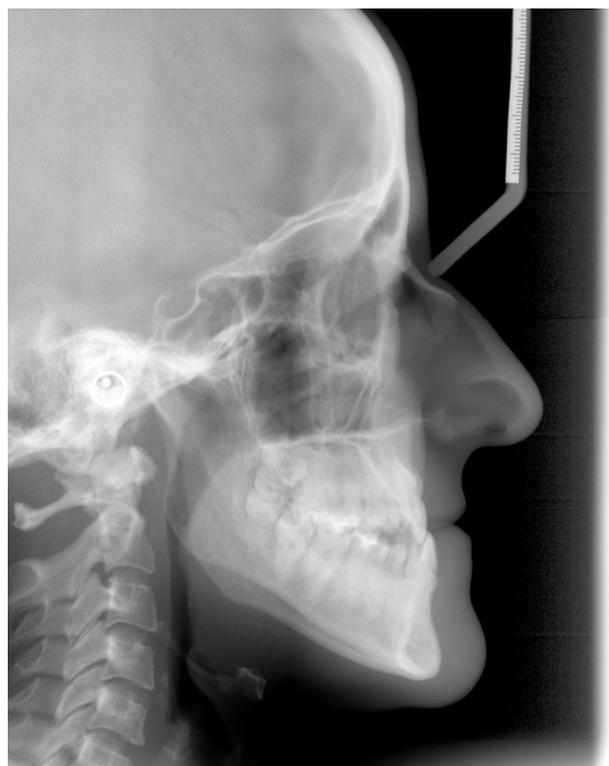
Telerradiografía de perfil. Duplicidad de borde inferior de mandíbula. Cóndilos superpuestos.
